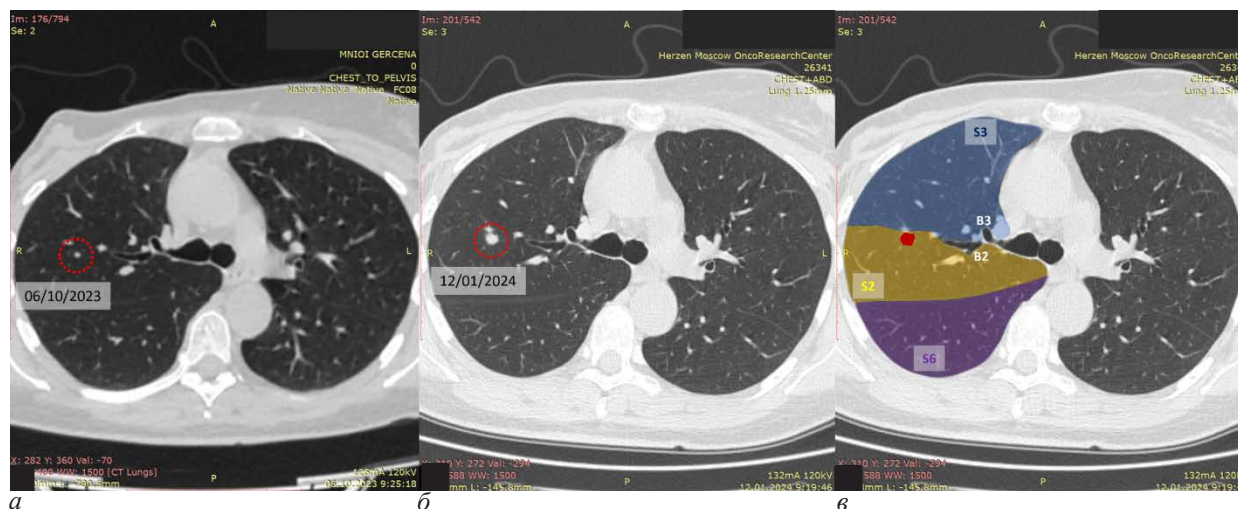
Компьютерная томография: а – диаметр очага в момент первого выявления составлял 4 мм; б – контрольное обследование через 3 месяца, диаметр 8 мм; в – расположение очага на границе 2-го и 3-го сегментов
